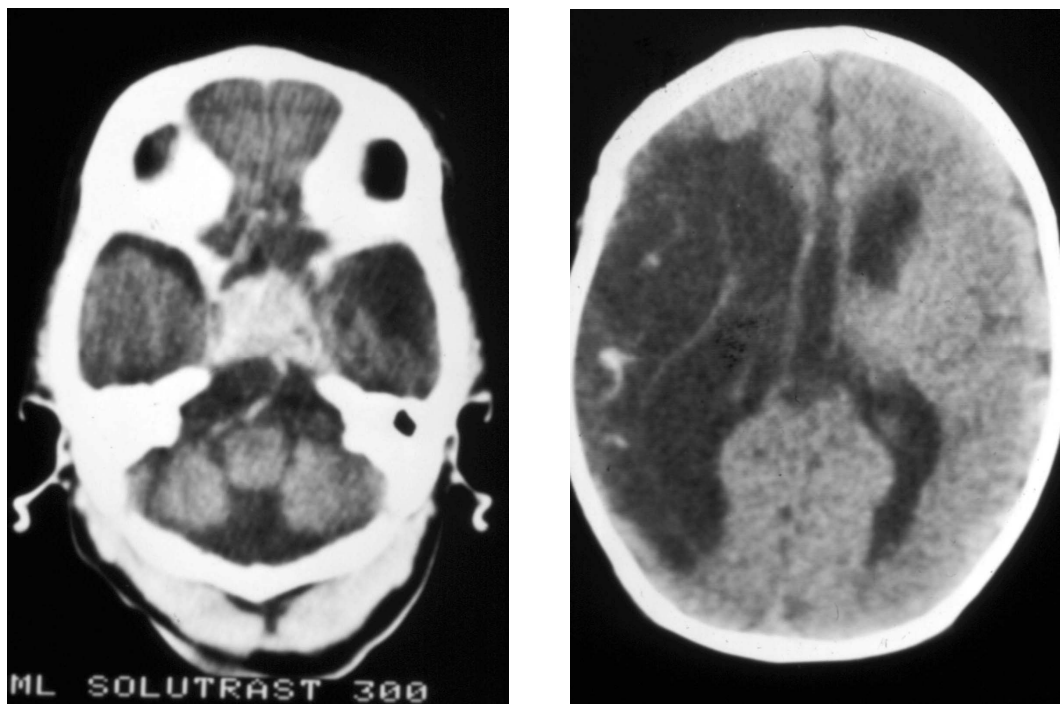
Kontroll-CT 2 Monate nach der Operation: nach Kontrastmittelgabe in axialer Schichtung mit Anreicherung im Bereich der Sella-Basis (links); deutliche Erweiterung des rechten Seitenventrikels (rechts). Territorialinfarkt der rechten Arteria cerebri media.
